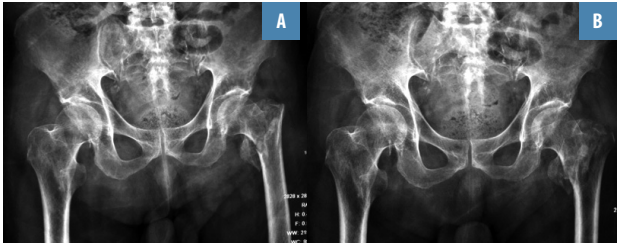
A) radiografía anteroposterior de pelvis sin tracción, B) radiografía anteroposterior de pelvis con tracción
